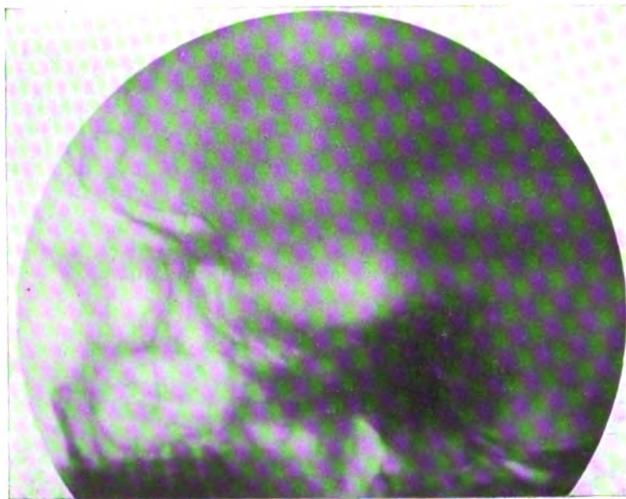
Observatio II.* — Radiographie du crâne.
